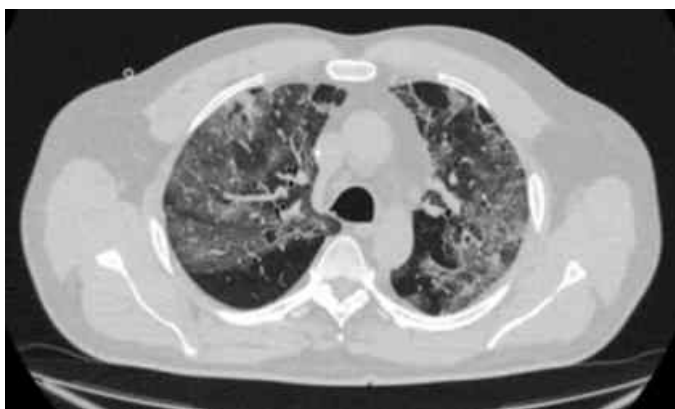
КТ ОГК пацієнта Д. на 12-й день від появи перших симптомів COVID-19
